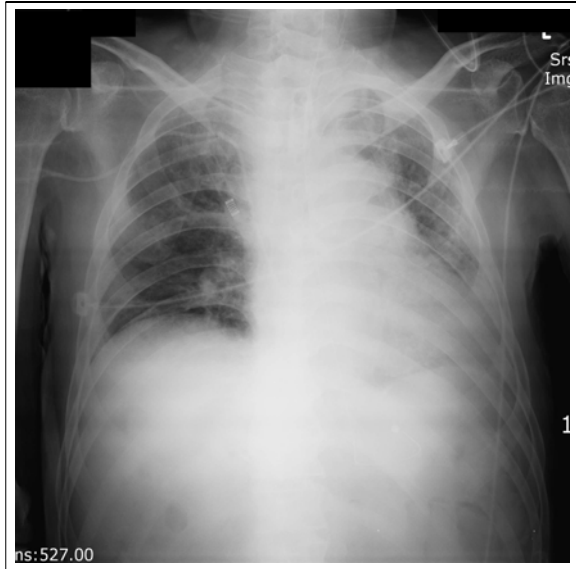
After tracheostomy, chest bilateral pneumonic infiltrates. radiography shows bilateral pneumothorax and subcutaneous emphysema.
